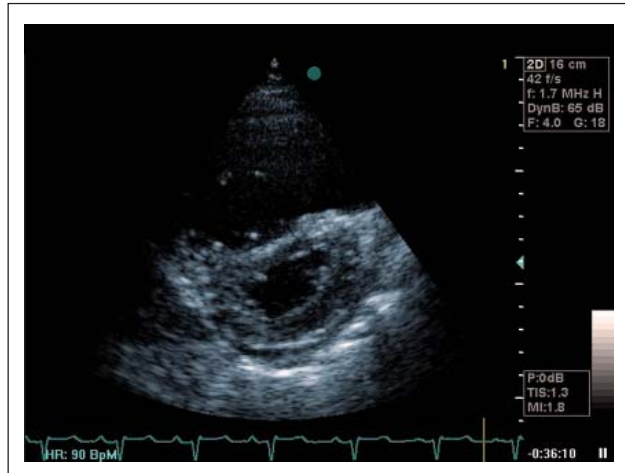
Parasternaler Querschnitt: Vergrößerung des rechten Ventrikels mit Septumabplattung und D-Form des Linksventrikelquerschnittes.
